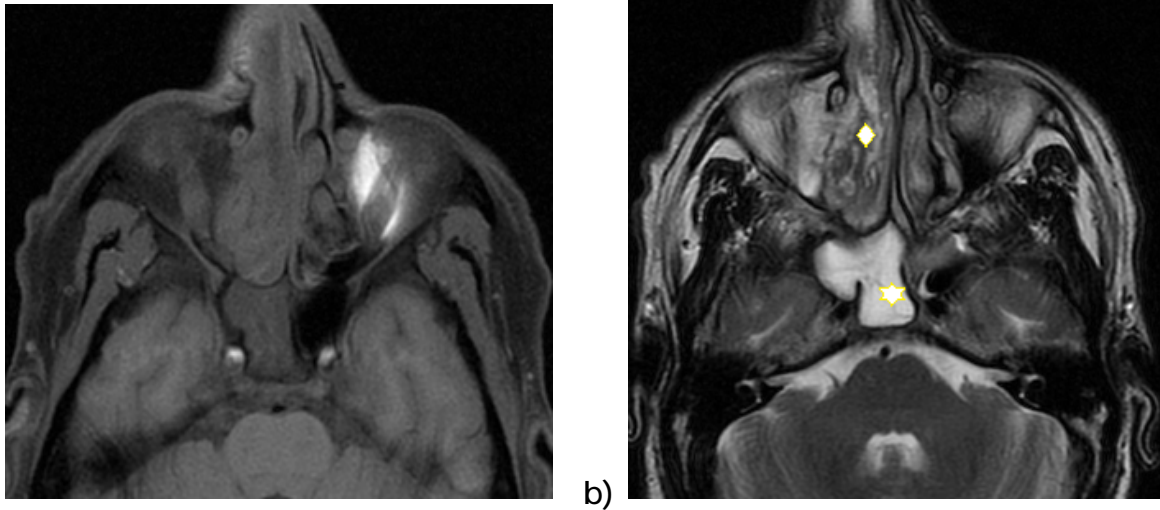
IRM cavités nasosinusiennes en coupe axiale pondération T1 (a) et T2 (b) objectivant un comblement hypersignal rétionnel du sinus sphénoïdal (étoile) et iso signal hétérogène de la fosse nasale droite (losange) [Imagerie du CHU HassanII].
